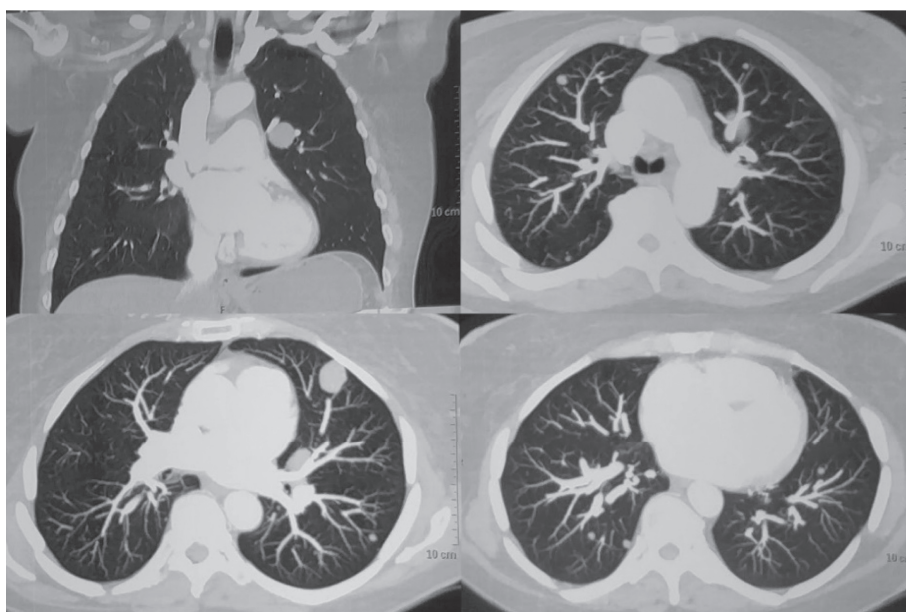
Мультиспіральна комп'ютерна томографія пацієнтки. Двобічна дрібновогнищєва дисемінація та два великих вузли в лівій легені.
